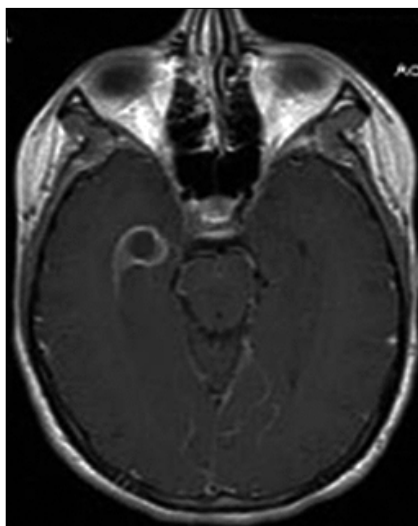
Imagen de Resonancia magnética contrastada que muestra lesión redondeada en el lóbulo temporal derecho con captación del medio de contraste en la periferia correspondiente a la capsula de un absceso cerebral en fase tardía.
